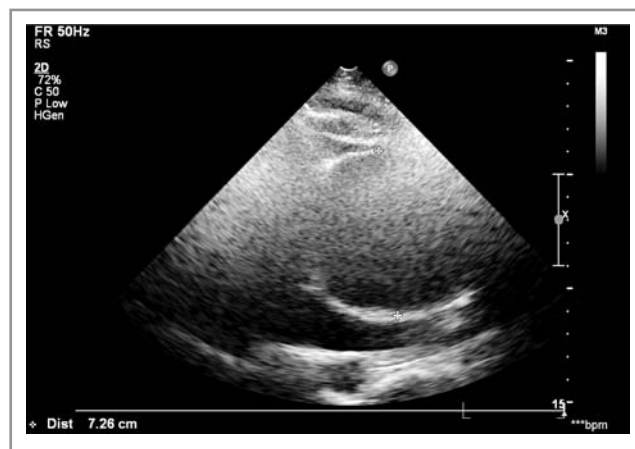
Эхокардиограмма больного К. Аневризма восходящего отдела аорты.
